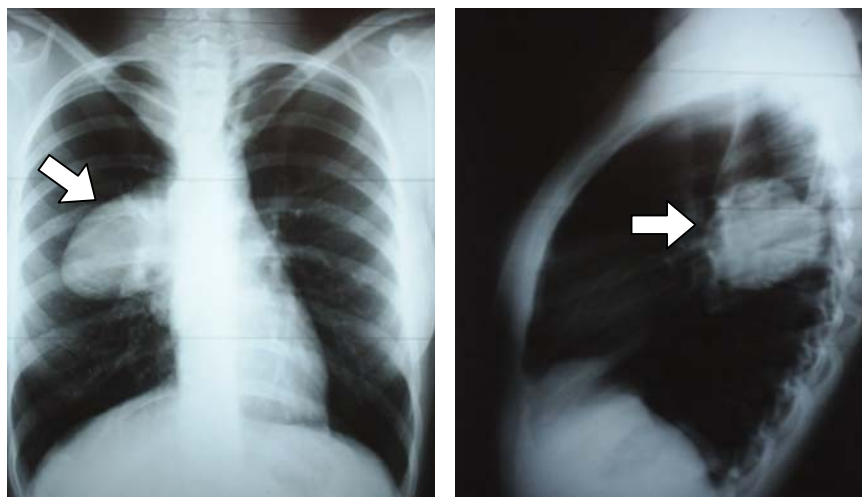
Radiografie toracică incidență postero-anterioară și profil
